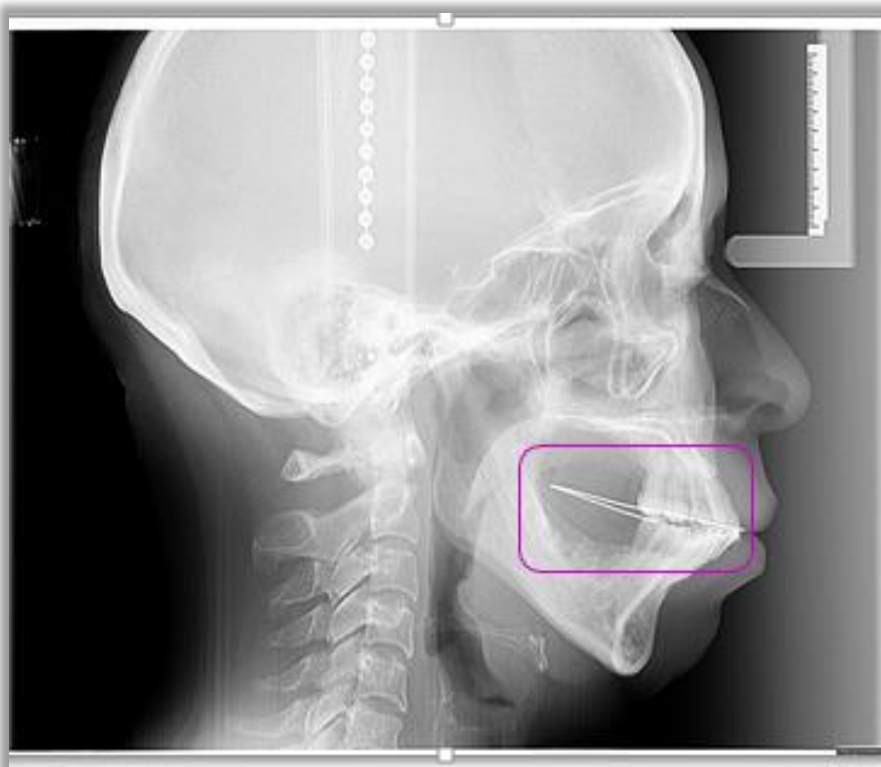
Radiografía lateral de cráneo inicial con alambre de ortodoncia calibre 0.028".
